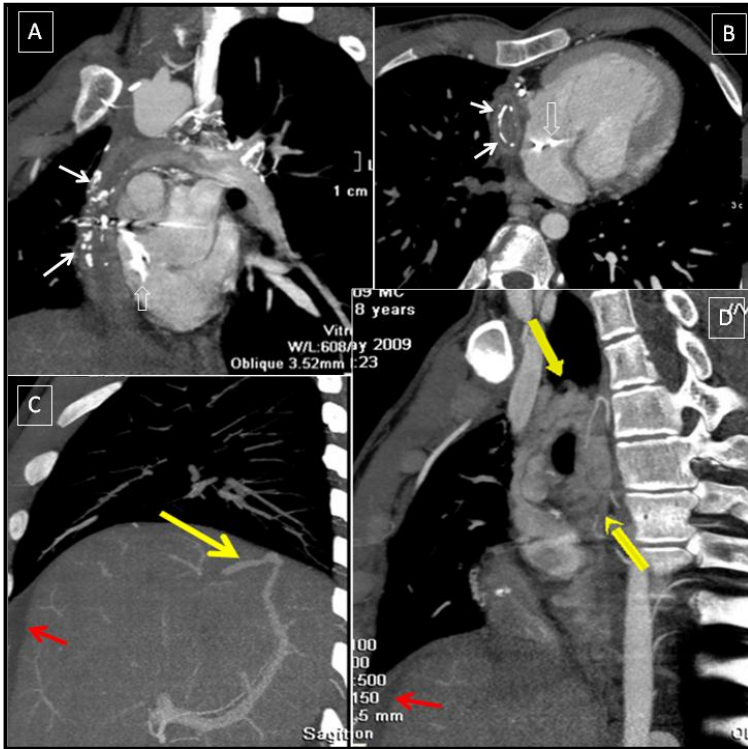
Paciente de 18 años con CCPT, Marcapasos intracavitario (flechas huecas) y sospecha de disfunción del Fontan. Estudio de angio-TC en fase arterial (A y B) y venosa (C y D). A. MIP sagital oblicuo que muestra una importante calcificación y engrosamiento de la pared del Fontan (flechas blancas), el contraste está entrando por el Glenn izquierdo que era estenótico. B. MIP axial oblicuo donde se confirman los hallazgos y la disminución del calibre en el plano transversal principalmente. Cámaras ventriculares con morfología univentricular. C. MIP sagital oblicuo centrado en parénquima hepático donde se observa una fistula veno-venosa sistémico-portal (flecha amarilla larga) en un hígado de contornos lobulados sugestivos de cambios por hepatopatía crónica (de éstasis). Líquido ascítico subfrénico (flecha roja). D. importante malla de circulación venosa colateral mediastínica acompañante (flechas amarillas gruesas).
